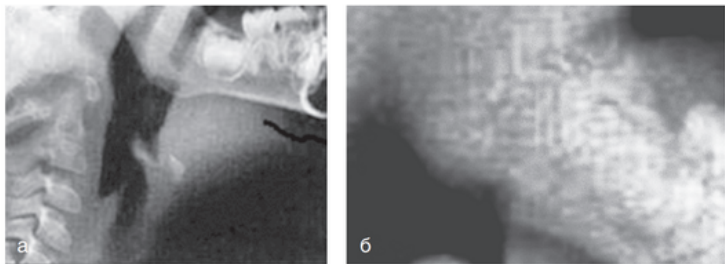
Рентгенологическая картина при эпиглоттите: а — норма; б — симптом большого пальца
